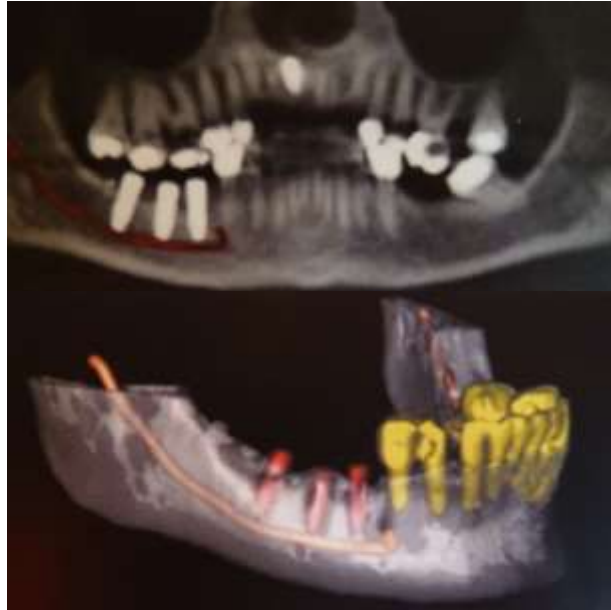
images OPT et 3D CT d'un patient présentant une paresthésie mandibulaire: les 2 implants postérieurs sont en contact avec le nerf alvéolaire inférieur.
